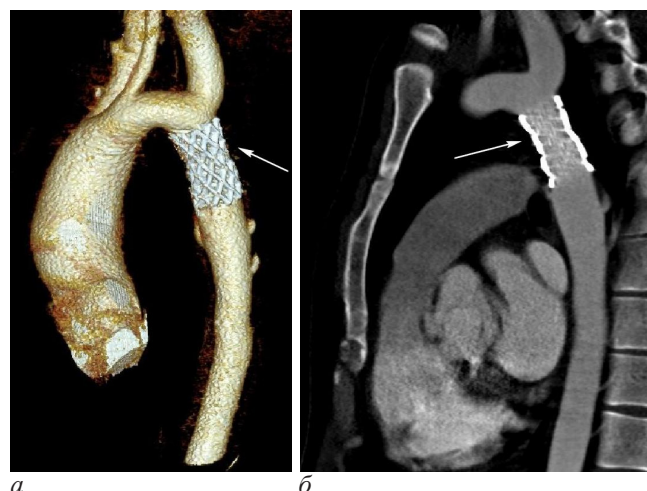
Результаты СКТ-ангиографии после проведения операции: а – 3D-реконструкция стента, отчетливо видна его сетчатая структура; б – удовлетворительный ангиографический результат с восстановлением диаметра нисходящего отдела аорты
